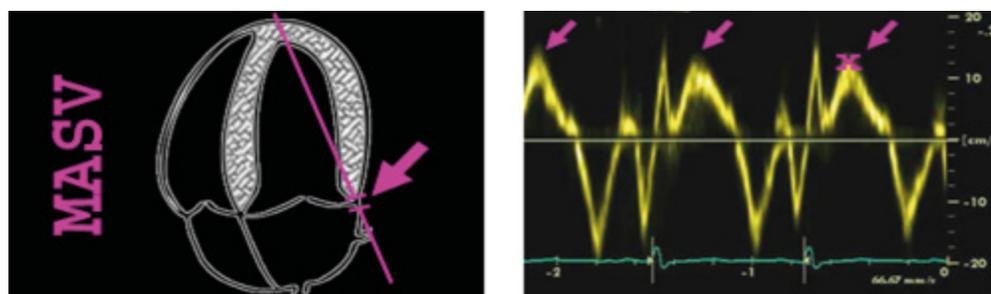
Doppler tisular a nivel lateral del anillo mitral.
